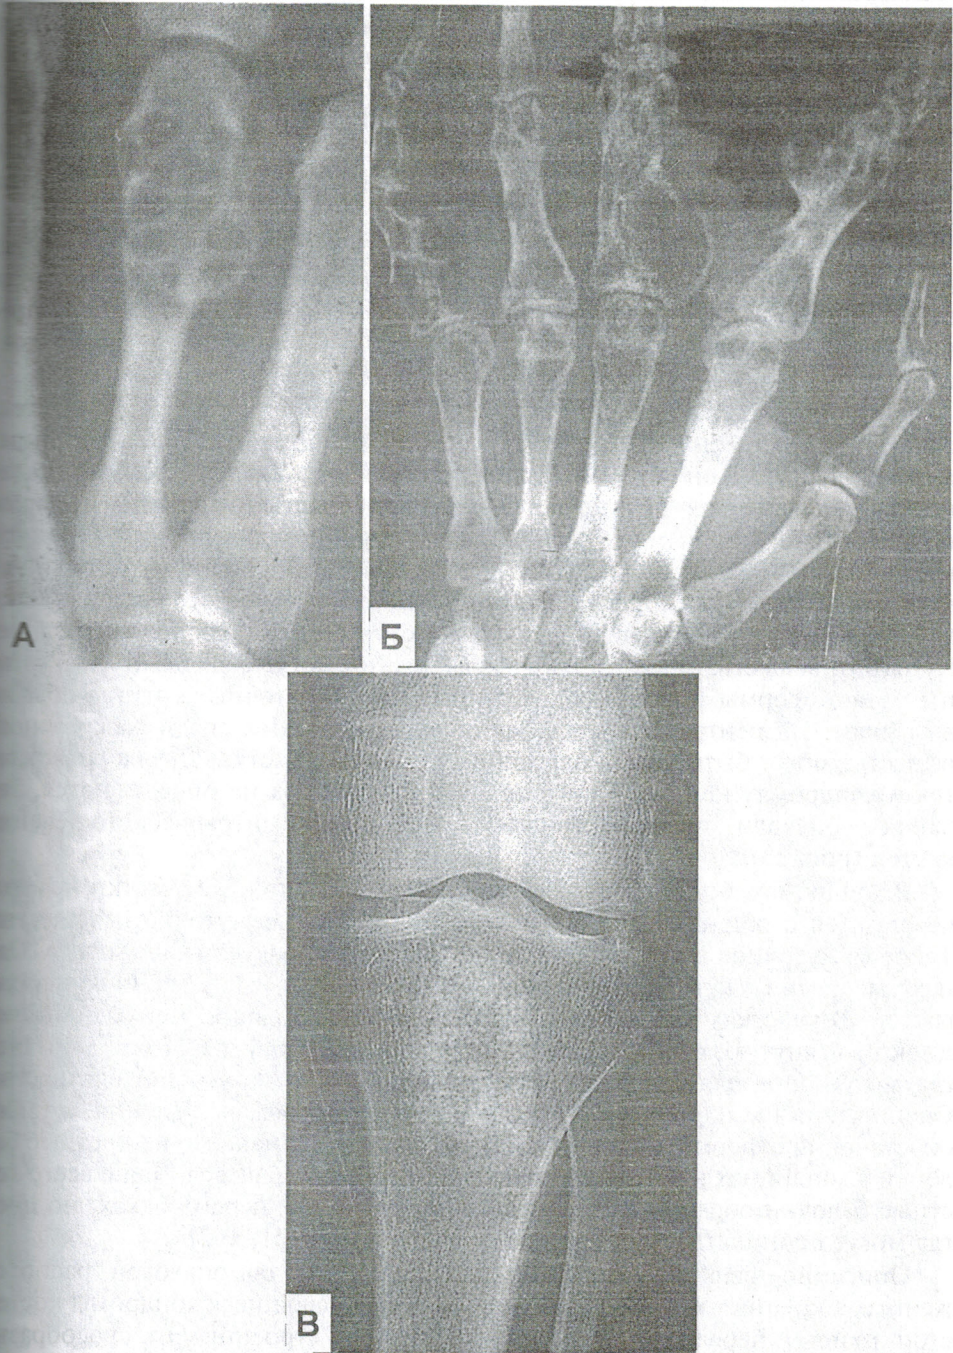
Хондрома. Клиническая рентгенограмма:
